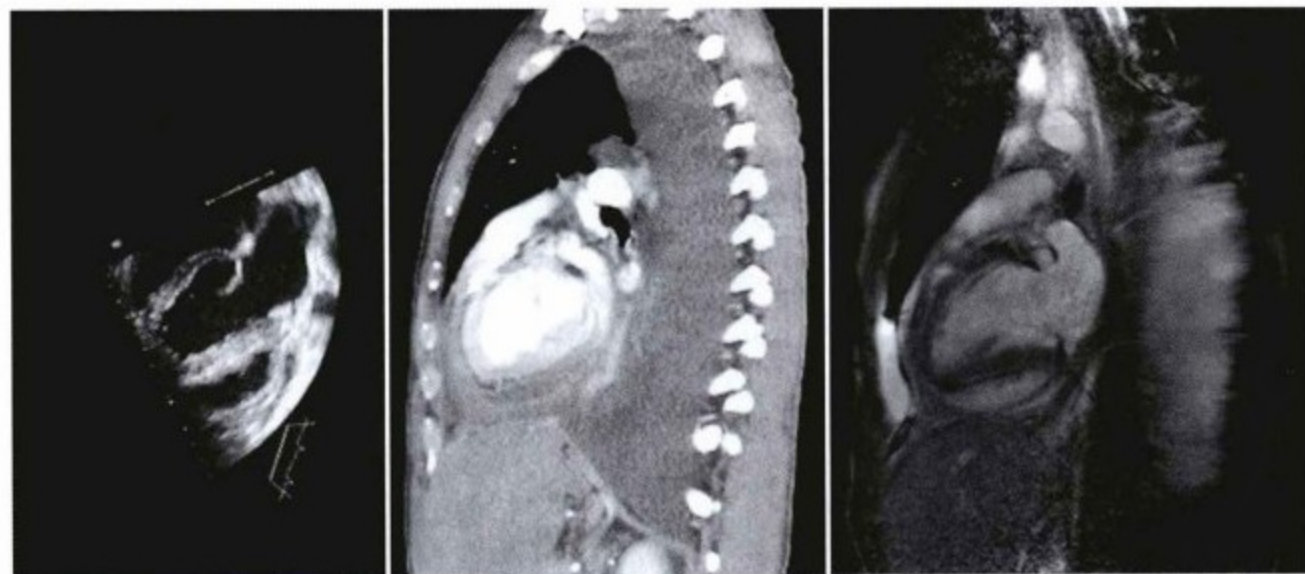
这些图像显示了心腔、左侧胸腔积液、心包增厚。经胸超声(左),下部有明显的回波增强,与心包积液一致。脏层和壁层心包增厚,CT(中部)层状心包增厚或心包积液。因为积液与心包增厚信号相似。CMR SSFP 图像(右)明确显示为心包积液,很好地显示心包。超声心动图 FOV 有限,但显示心脏细节很好。
